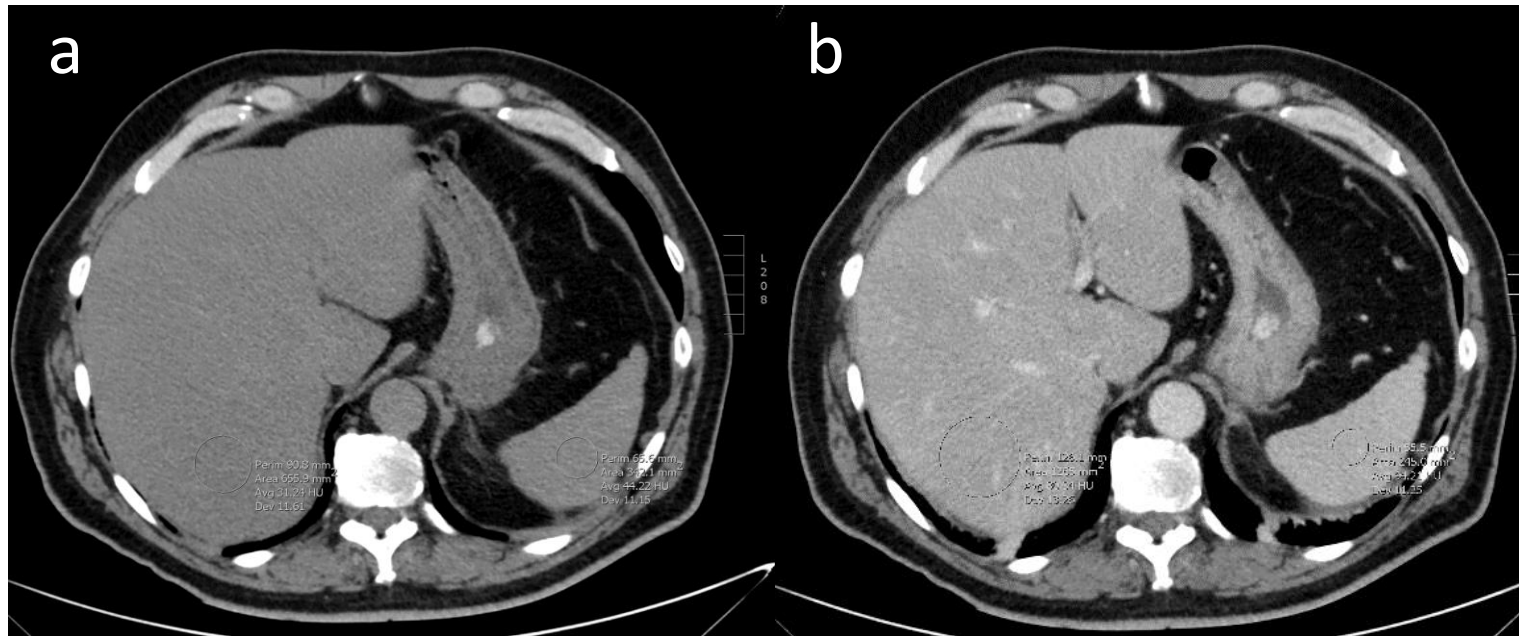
a) TC sin contraste: hígado hipodenso respecto al bazo (31 y 44 UH, respectivamente) que cumple todos los parámetros para el diagnóstico de esteatosis de grado moderado. b) TC con contraste en fase portal del mismo paciente: hígado más hipocaptante que el bazo (80 y 94 UH, respectivamente) secundario a la esteatosis, pero la mayor variabilidad en la atenuación puede dificultar su valoración.
